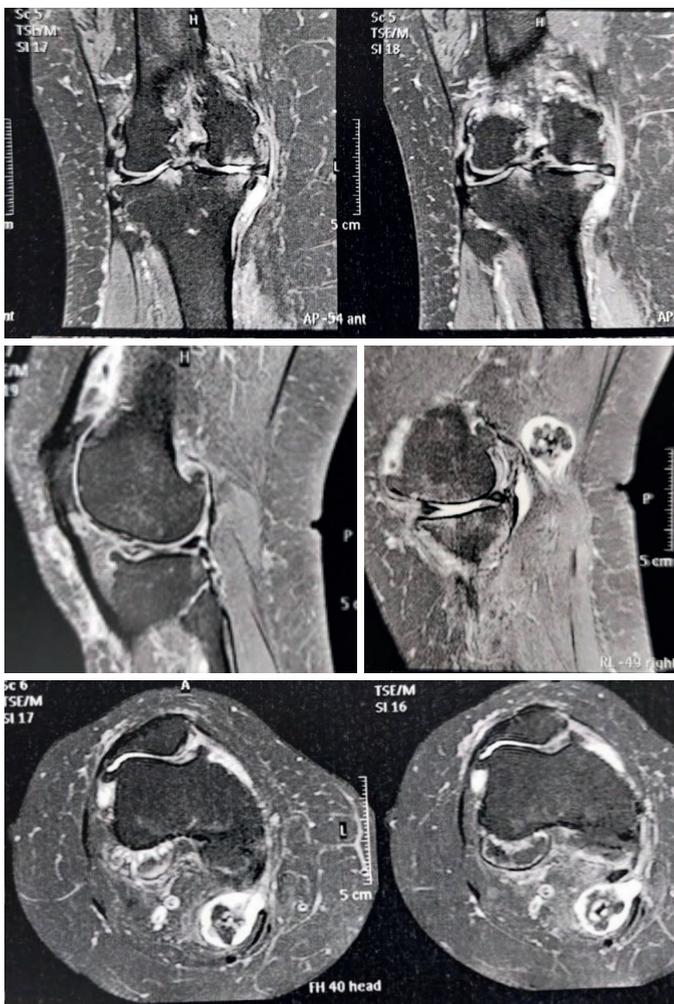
Ressonância magnética de joelho esquerdo, cortes coronal, sagital e axial em T2, com evidência osteoartrite avançada com sinovite, derrame articular, degeneração tricompartmental importante, degeneração meniscal, além de vários corpos livres intra-articulares e na região de cisto poplíteo, corroborando o diagnóstico de condromatose sinovial
